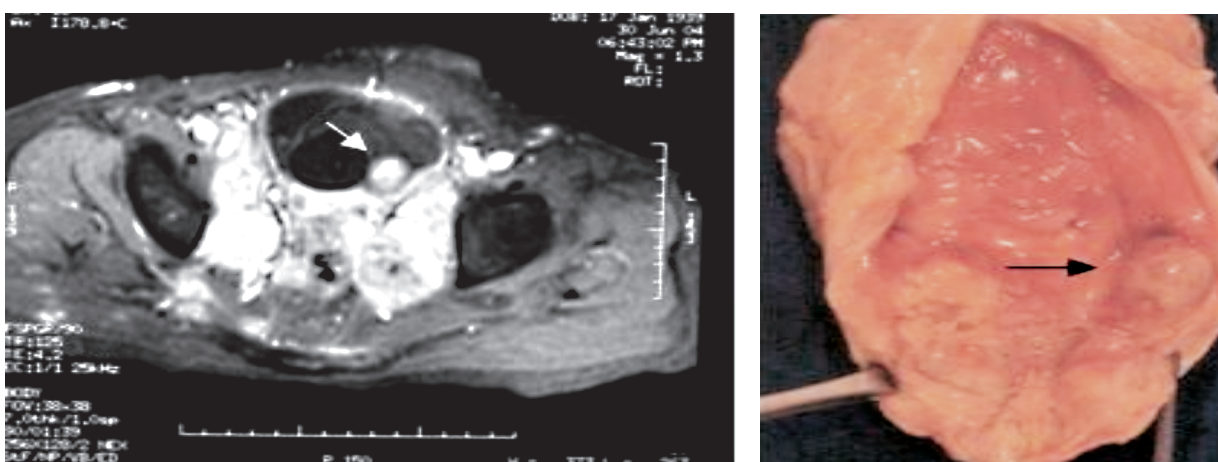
A) Ressonância nuclear magnética da bexiga mostrando invasão da parede vesical e B) bexiga aberta pela face anterior mostrando nódulo vesical (seta).
